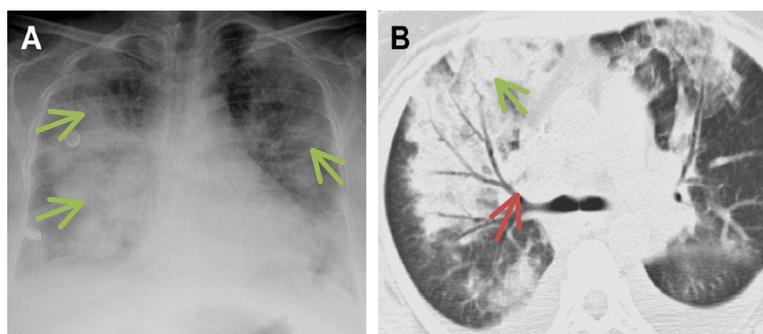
Clichés d'imagerie thoracique de consolidation pulmonaire suite à une infection bactérienne par *S. Aureus*, d'après Bentz et Primack (2). En A, cette radiographie thoracique prise de face, montre des opacités bilatérales et multifocales illustrant une consolidation pulmonaire (flèches vertes). En B, un cliché tomodynamométrique axial, vu du dessous, montre une consolidation pulmonaire du lobe supérieur droit (flèche verte), ainsi qu'un bronchogramme aérique (image de bronche, contenant de l'air, trop visible par rapport à la normale) (flèche rouge).
